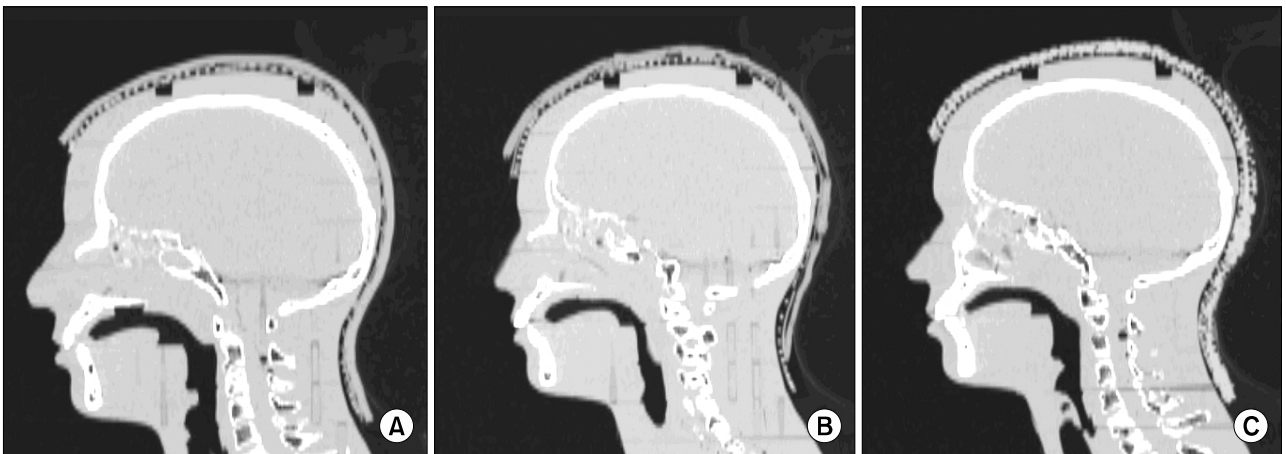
CT-scan image to the 3 kinds of helmet applicator respectively. Bolx-II (A), paraffin wax (B), thermoplastic materials (C).
